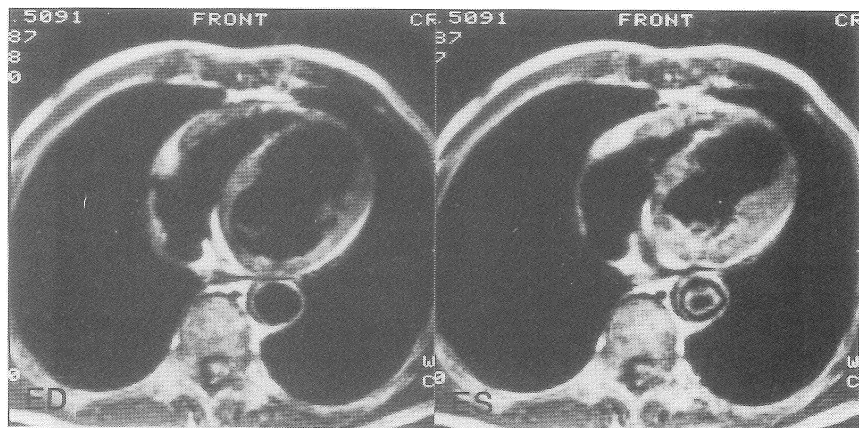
心電図同期スピネエコー法による前壁心筋梗塞症例の MRI. 前壁中隔から心尖部にか
